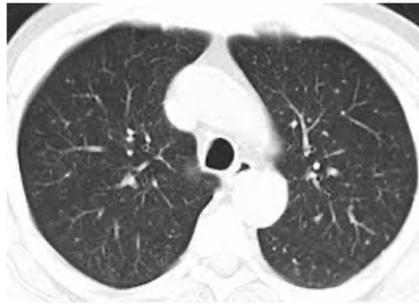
CT scanner pulmonaire normal
